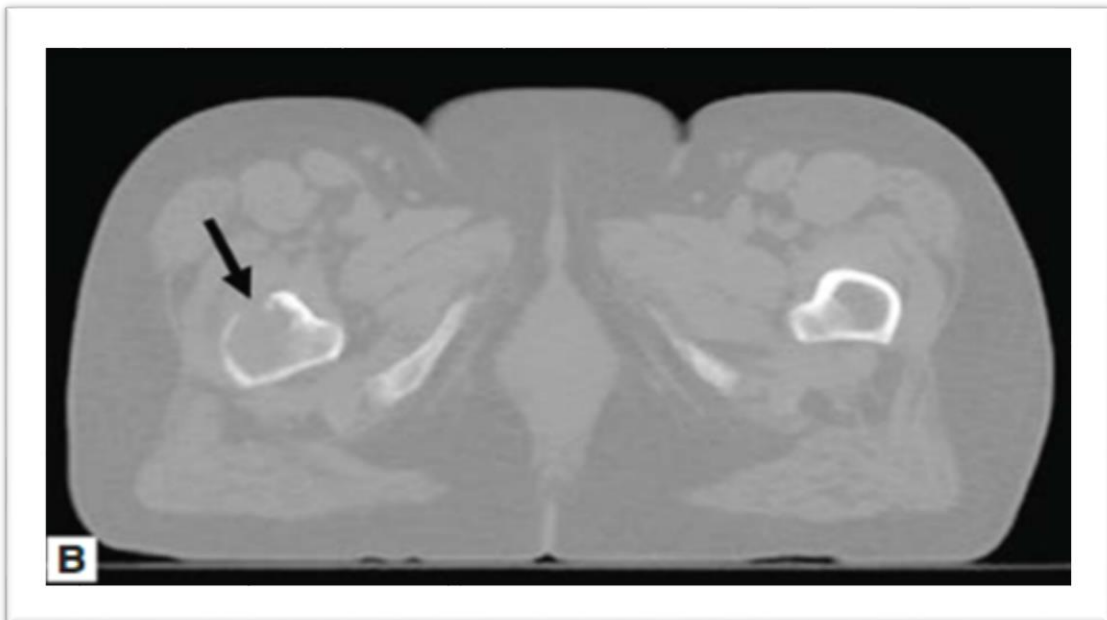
Image TDM du fémur droit proximal présentant une lésion lytique
